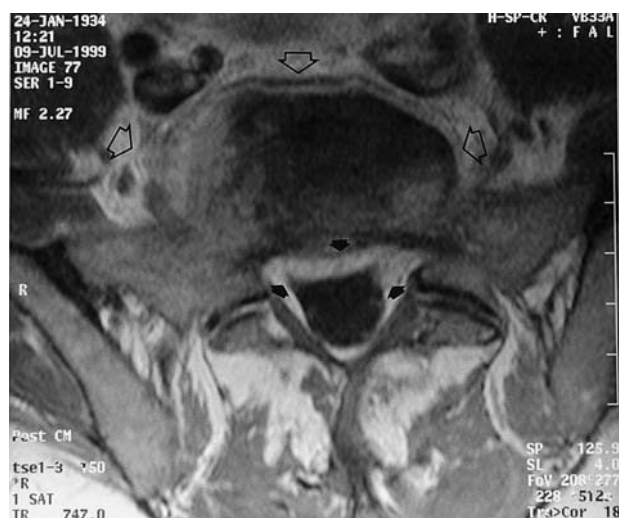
Espondilodiscitis L5-S1. Resonancia nuclear magnética (RNM) en corte axial con gadolinio. Realce de la lesión en disco intervertebral que infiltra partes blandas adyacentes (flechas huecas) con ocupación de la porción anterior del canal espinal y recesos laterales (flechas negras).
